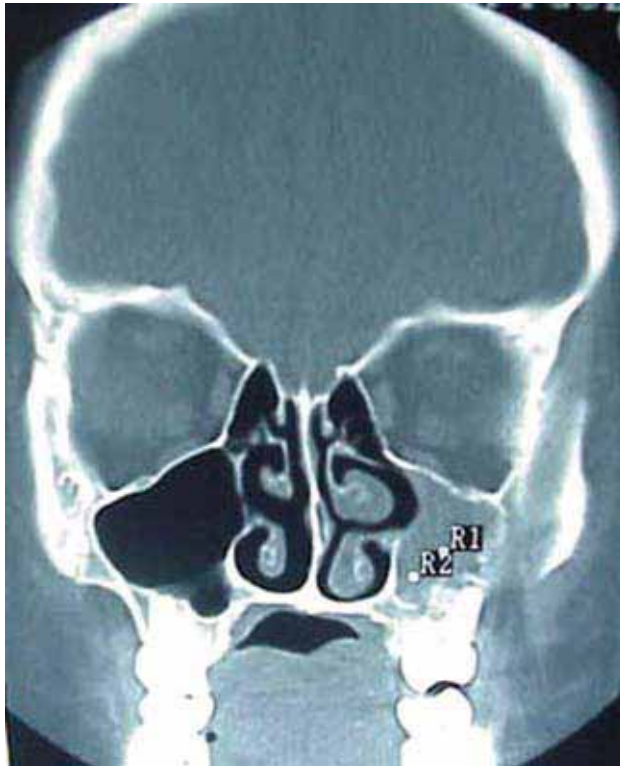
TAC de cráneo que muestra la opacidad del seno maxilar izquierdo y la hipertrofia de los cornetes.
